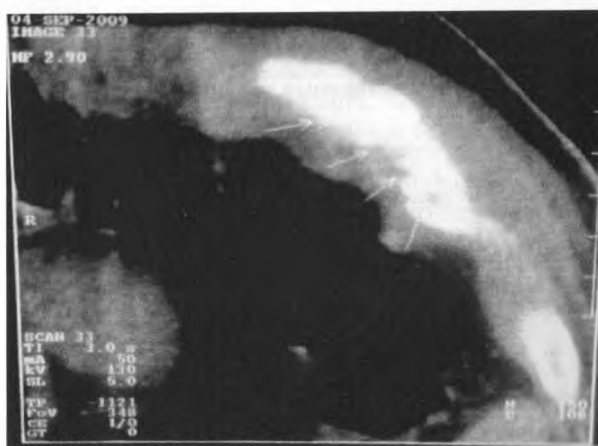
Комп'ютерна томографія з введенням контрасту (стрілками позначено остеомієлітичні поразки переднього відрізка ребра)
